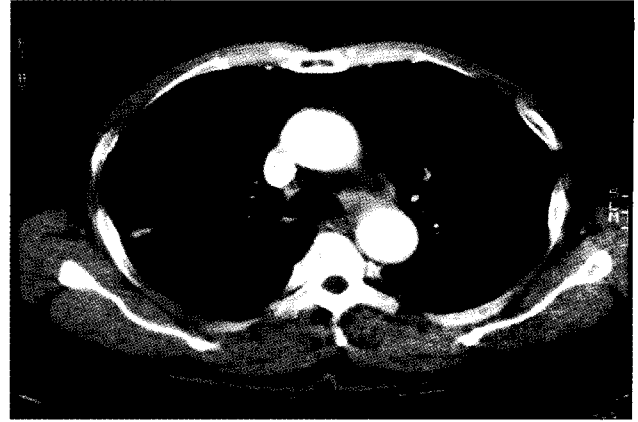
Chest CT view in patient 2.(A picture showing inactive tuberculosis lesion in right upper lobe and mass lesion in AP window, below left bronchus.)
